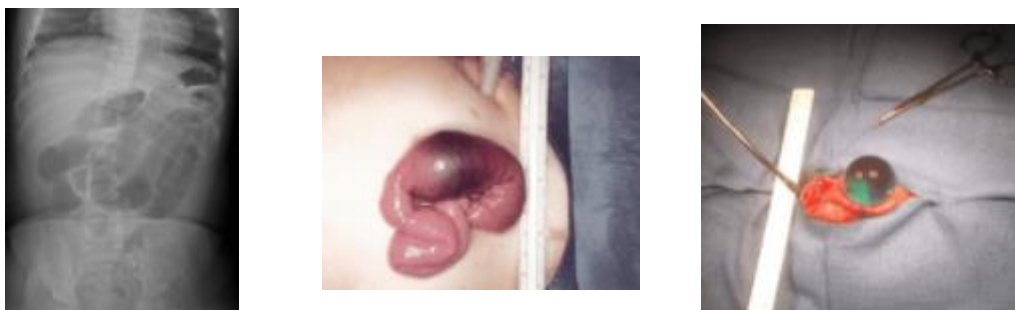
Radiografía de abdomen compatible con obstrucción intestinal y acto quirúrgico en el que se objetiva una bola superabsorbente como causa. Obtenida tras autorización del autor; fuente⁽²⁰⁾.
